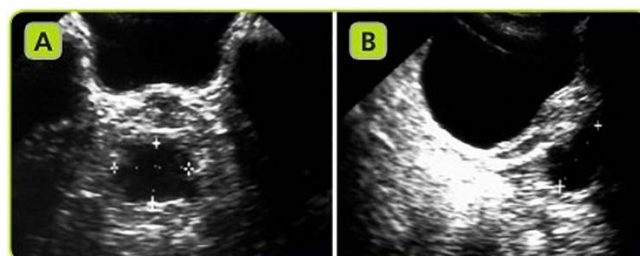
Ascesso prostatico in uomo colpito da prostatite acuta con febbre intensa ed evoluzione clinica negativa, messo in evidenza mediante ecografia.
